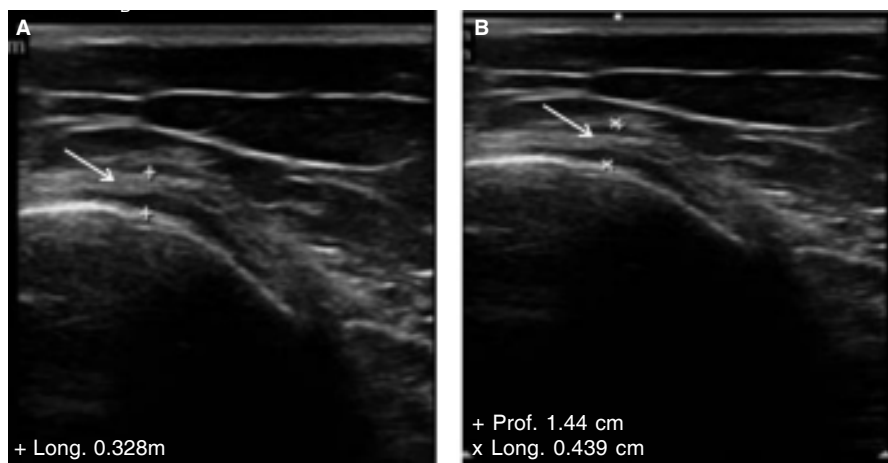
Ultrasonido. A. Sitio de inserción del tendón de la pata de ganso derecha, con diámetro de 32 mm (flecha). B. Pata de ganso izquierda con diámetro de 43 mm con líquido en la bursa, característico de la bursitis anserina, *pes anserinus* (flecha).
